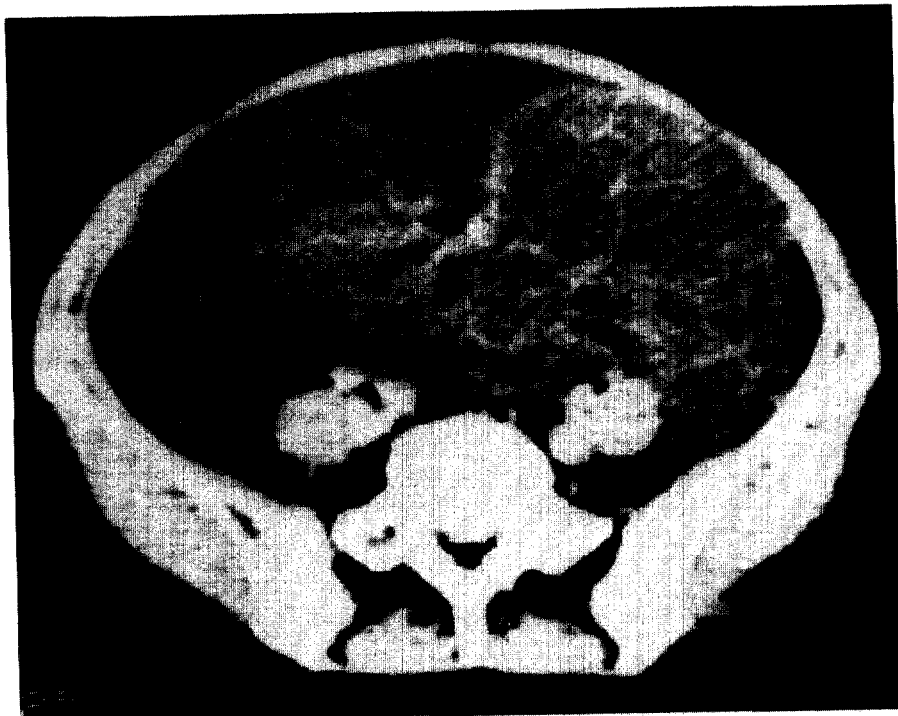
Massive ascites with multiple septations in CT.
